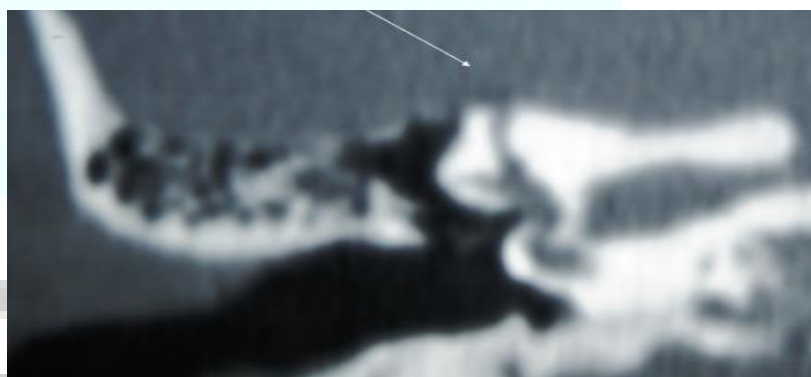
TAC de peñascos que muestra la dehiscencia de canal semicircular superior
